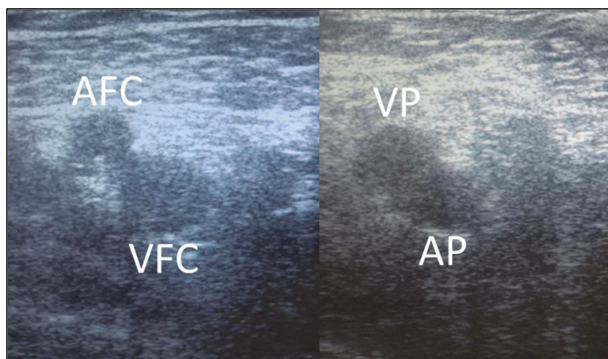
Anatomia tipică la examinarea ultrasonografică a vaselor din regiunea inghinală și poplitee (VFC – v. femurală comună, AFC – a. femurală comună, VP – v. poplitee, AP – a. poplitee)
